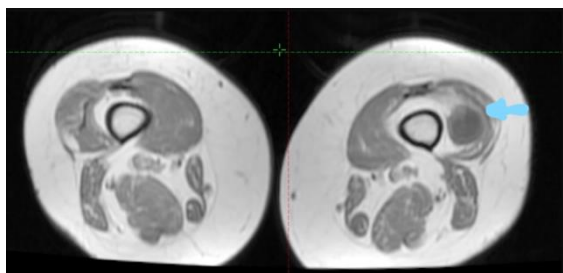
MRI showed a 9x6x5 cm solid lesion at the suprapatellar level on lateral localization, which is prominent hypointense in T1A series, heterogeneous hypointense in T2A series. (a) The Coronal Image of MRI / (b) The Axial Image of MRI of patient 2
